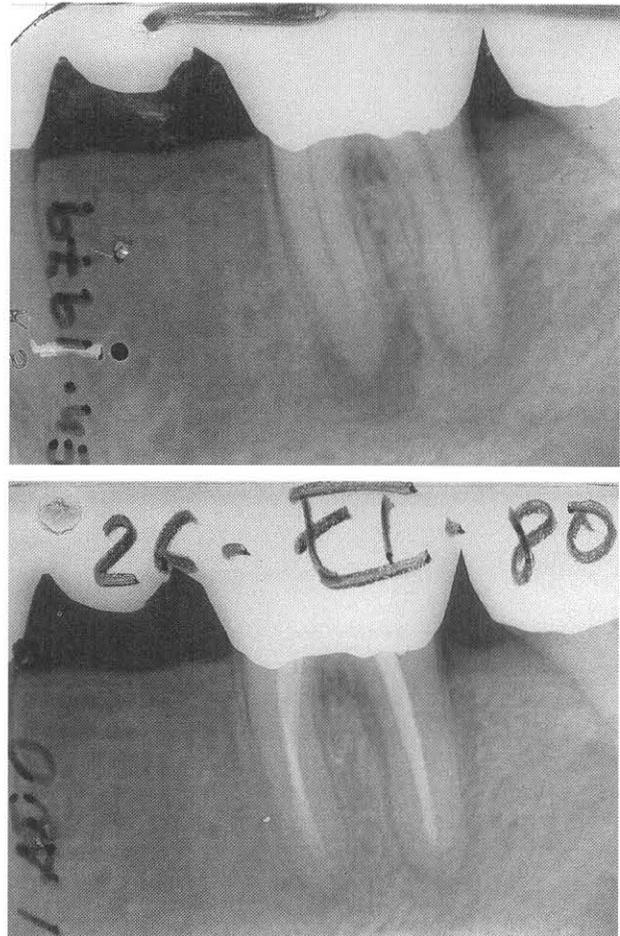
Lesión periapical después de tratamiento protético y su tratamiento y resolución mediante un tratamiento de conductos.
